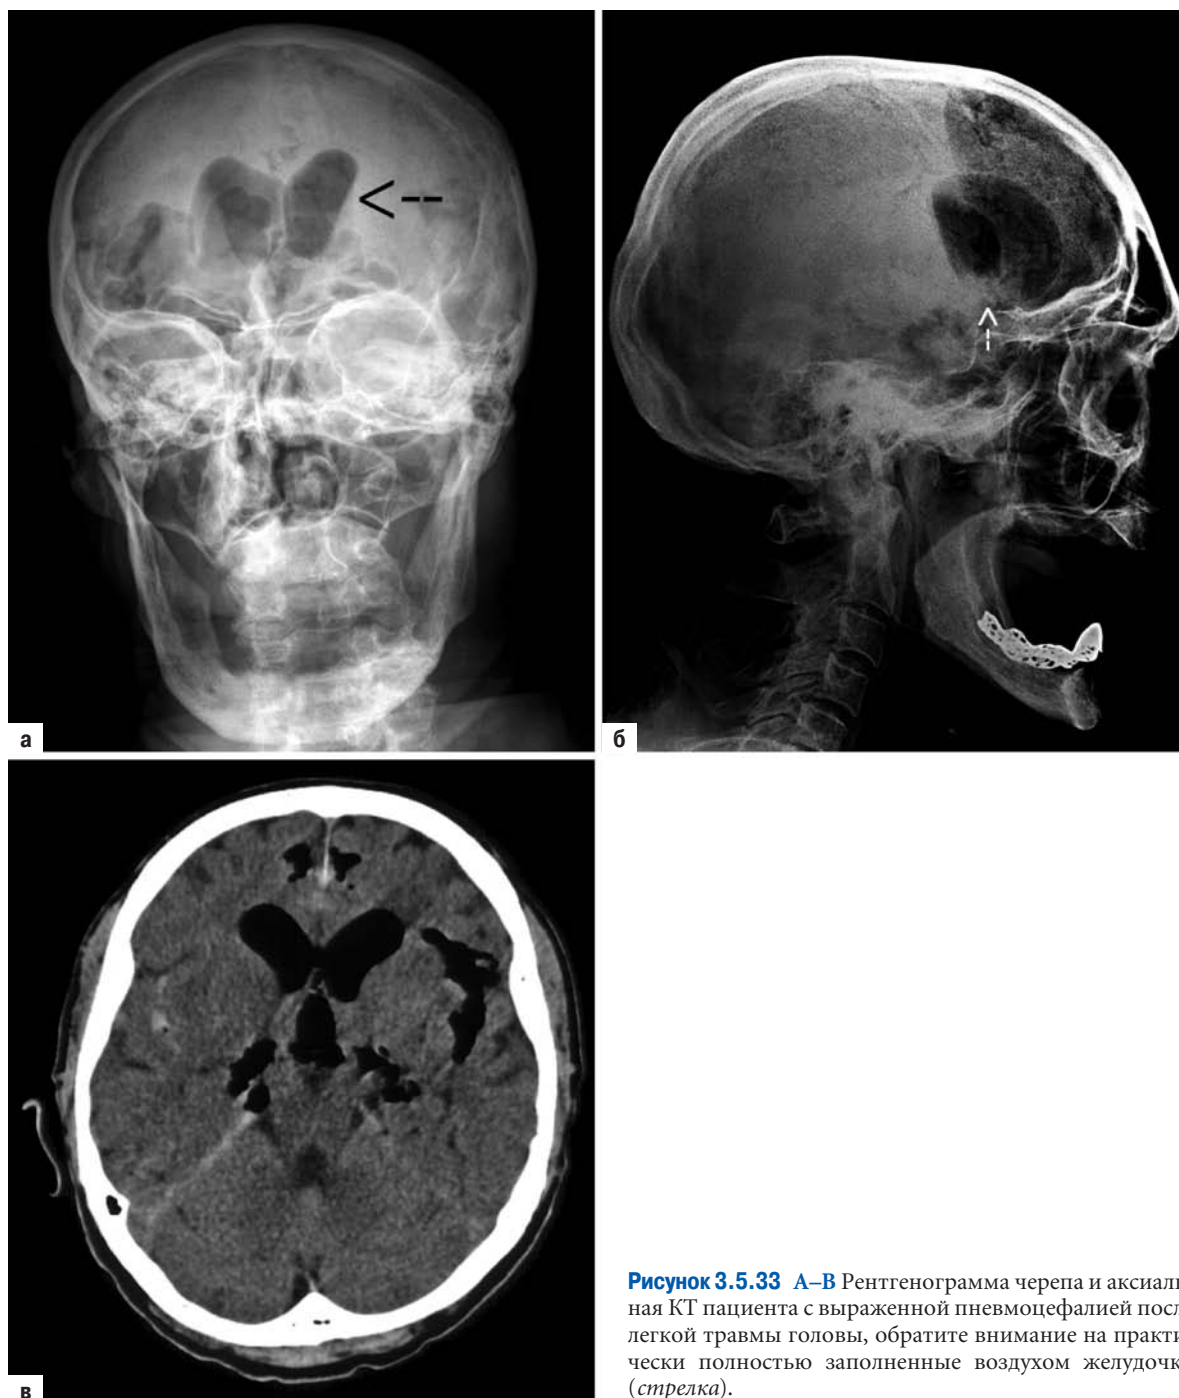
А–В Рентгенограмма черепа и аксиальная КТ пациента с выраженной пневмоцефалией после легкой травмы головы, обратите внимание на практически полностью заполненные воздухом желудочки (стрелка).
